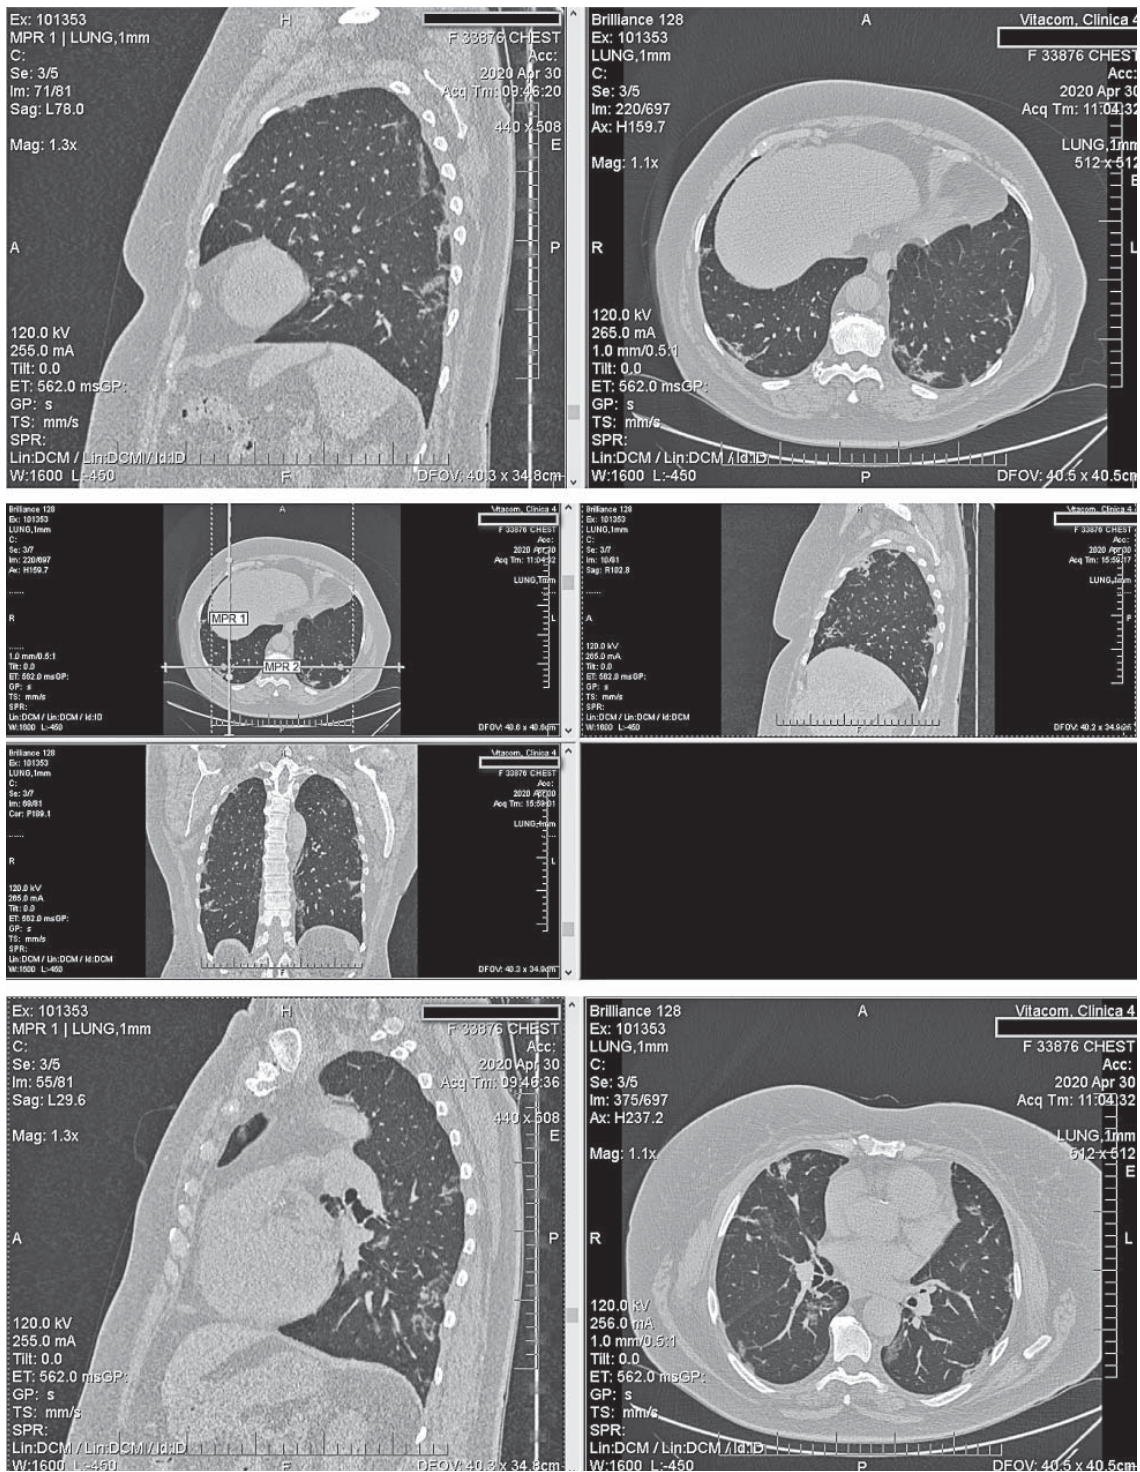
КТ ОГП від 30.04.2020 р. (18-й день хвороби)
